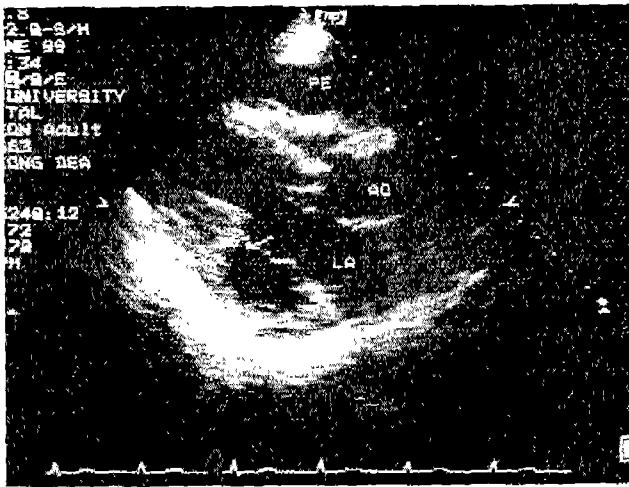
Preoperative echocardiography in parasternal long axis view: Aneurysmal bulging of posterobasal aspect of left ventricle is seen (arrow) just below posterior leaflet of mitral valve along with anterior pericardial effusion. PE, pericardial effusion; LA, left atrium; AO, aorta
